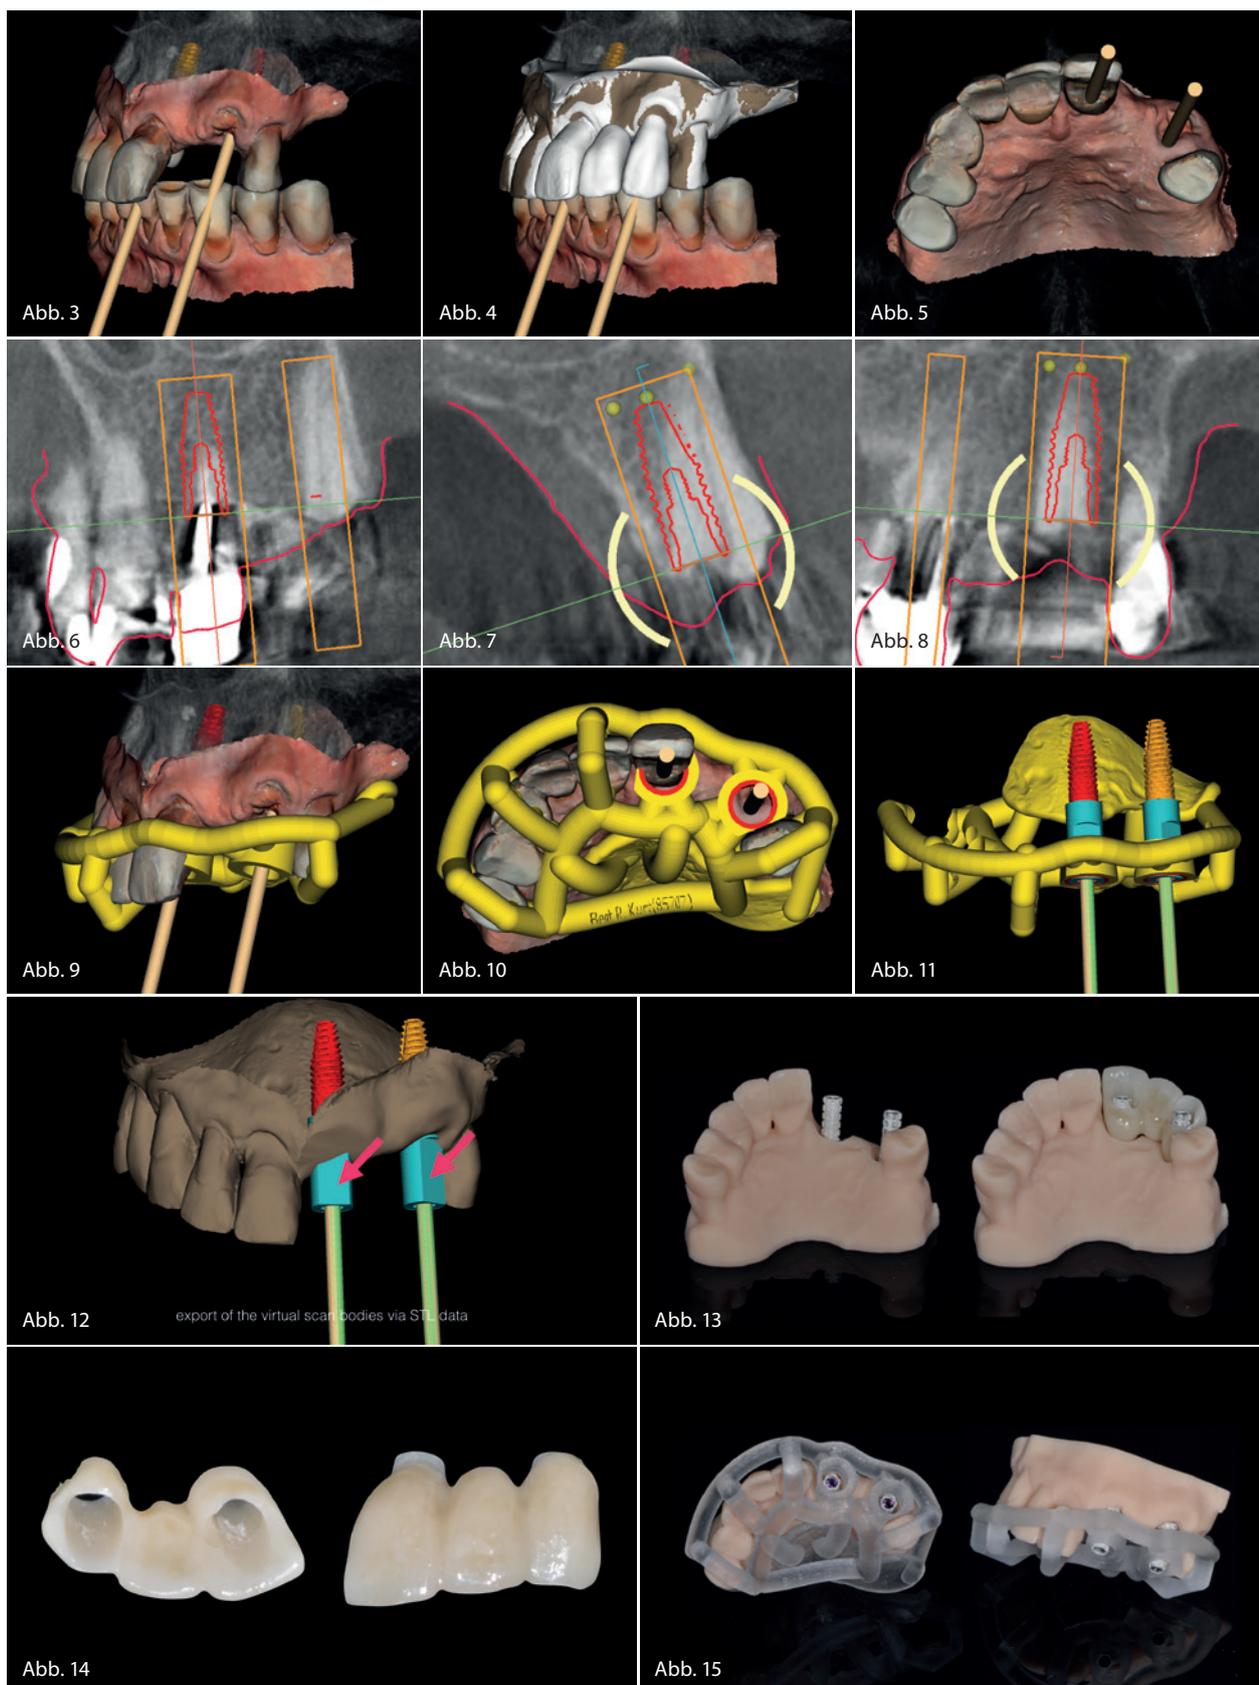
Digitale Modellation des Wax-ups; anschließend präoperativer CBCT-Scan; danach Import in Implantatplanungssoftware. Abb. 9 und 10: Bohrschablone in SMOP. Abb. 11: Position der Implantate mit integrierten virtuellen Scankörpern exportieren. Abb. 12–14: Druckmodell sowie gefräste provisorische Brücke aus PMMA. Abb. 15: Gedruckte Bohrschablone aus dem Stratasys 260-Drucker.
